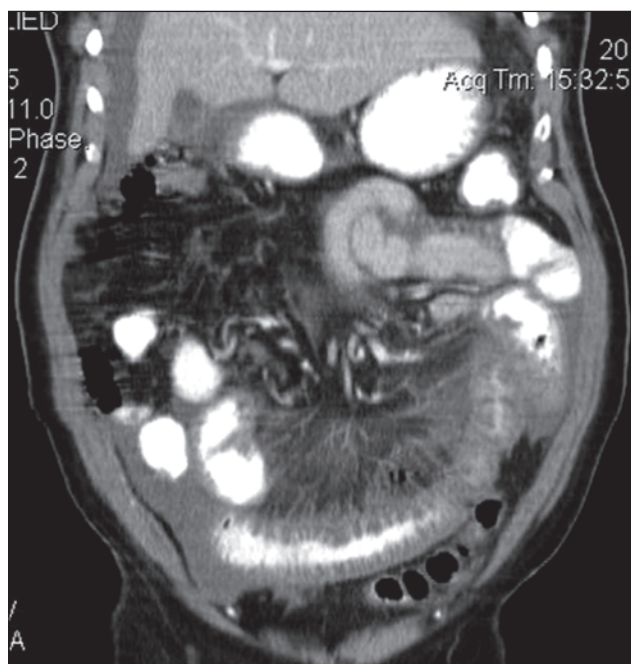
МРТ хворої з термінальним ілеїтом (ХК)
